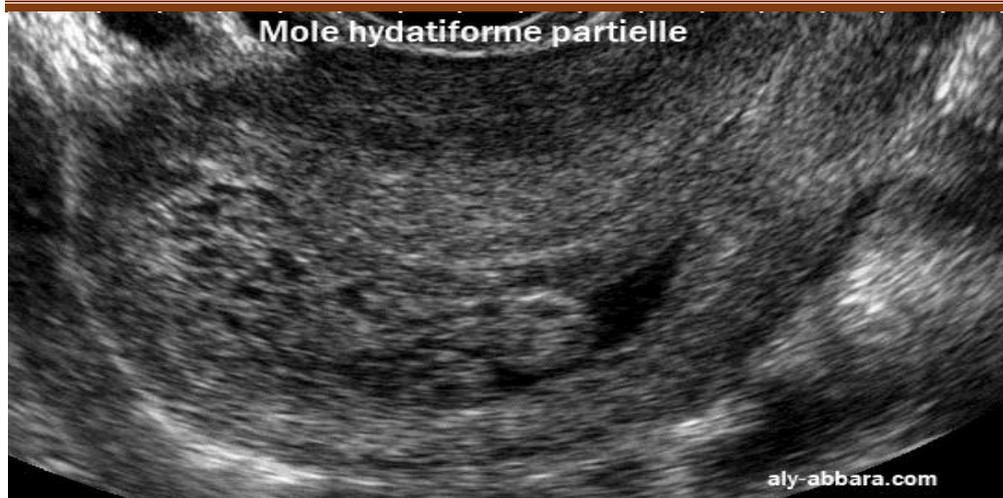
image échographique montrant une coupe sagittale d'un utérus contenant grossesse molaire partielle (Aly Abbara.com).
